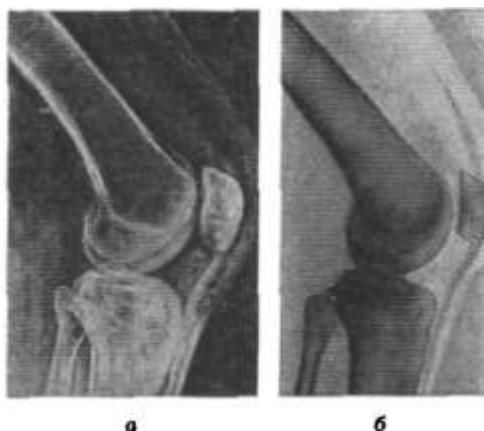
Рентгенограммы коленного сустава в норме (боковая проекция): а – выполненная методом электрорентгенографии на бумаге, б – выполненная на рентгеновской (сверхчувствительной) пленке
